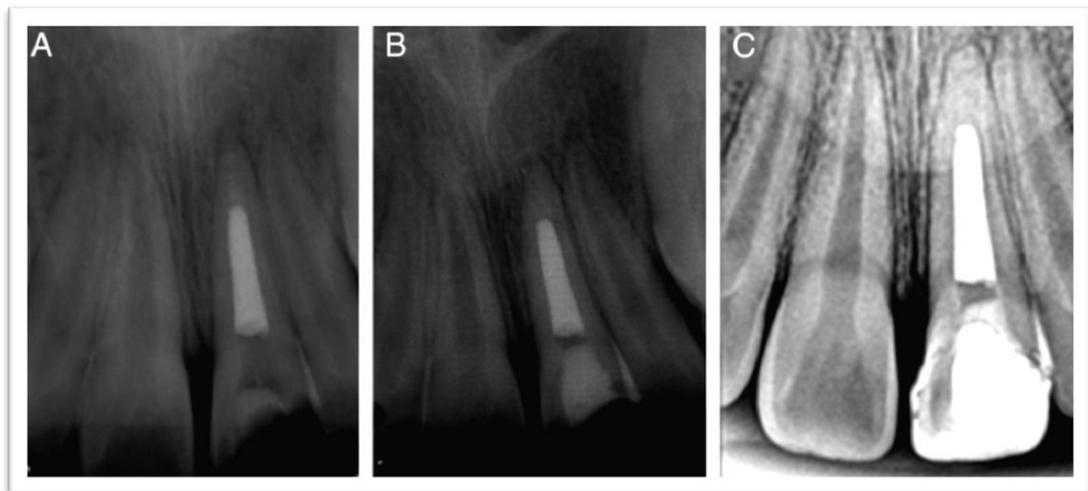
Radiografías de seguimiento del tratamiento. A) 3 meses después.
